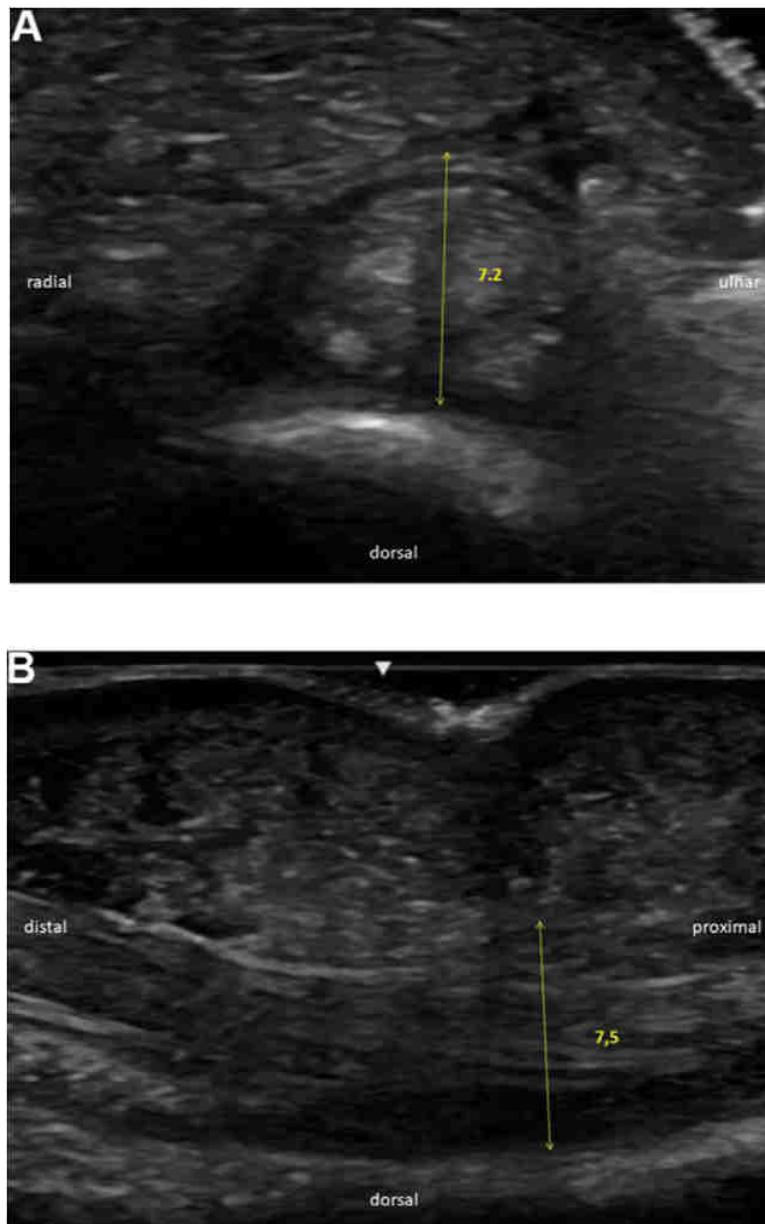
Échographie mode B d'un doigt atteint de phlegmon.
